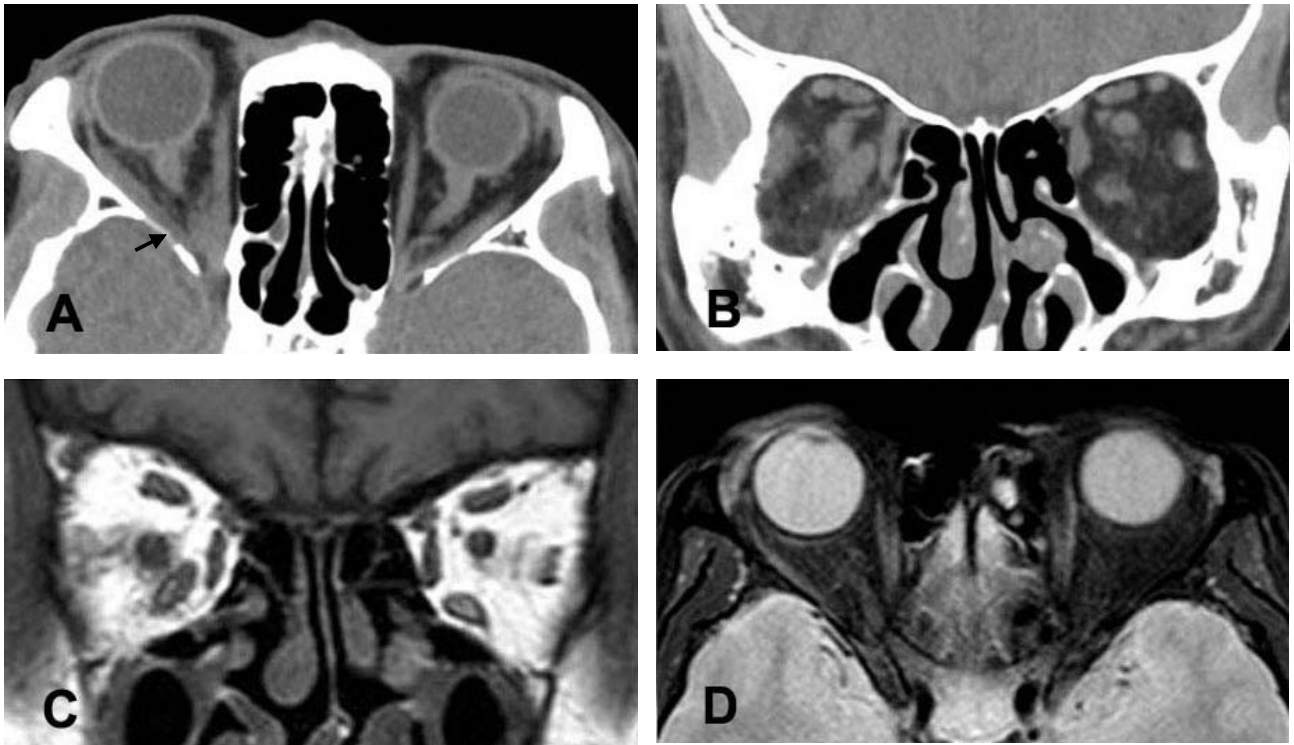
Post-operative follow-up CT (2 hours after excisional biopsy) and MRI (1 day after excisional biopsy) findings. As compared to the previous CT, images reveal marked interval reduction of bilateral orbital masses. Mild swelling of the right inferior rectus muscle is noted and it was regarded as a result of operation. Insignificant residual mass-like lesion (black arrow) in the far posterior aspect of the inferior orbits along the inferior rectus muscles can be seen. (A, B) T1 weighted coronal image (C) and T2 weighted axial with fat suppression image (D) show only mild thickening along inferior rectus muscle and there is no round mass in both orbits which was seen in pre-operative MRI images.
